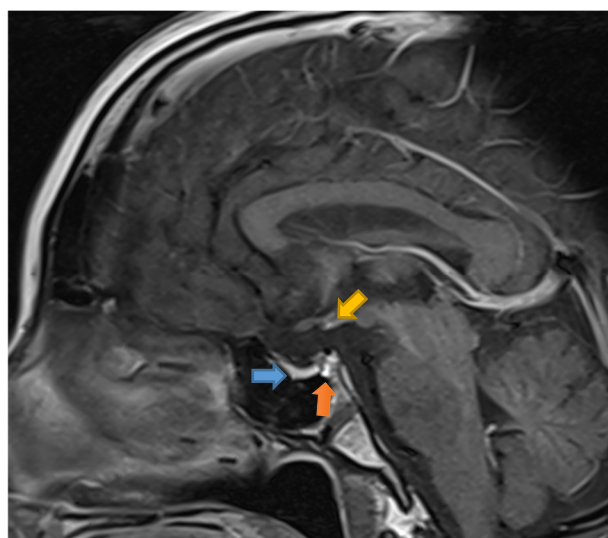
RM sagital c/c en secuencia T1: muestra región sellar ocupada por LCR, adenohipófisis laminar (flecha azul), neurohipófisis ectópica (flecha naranja) y tallo infundibular hipoplásico (flecha amarilla).
